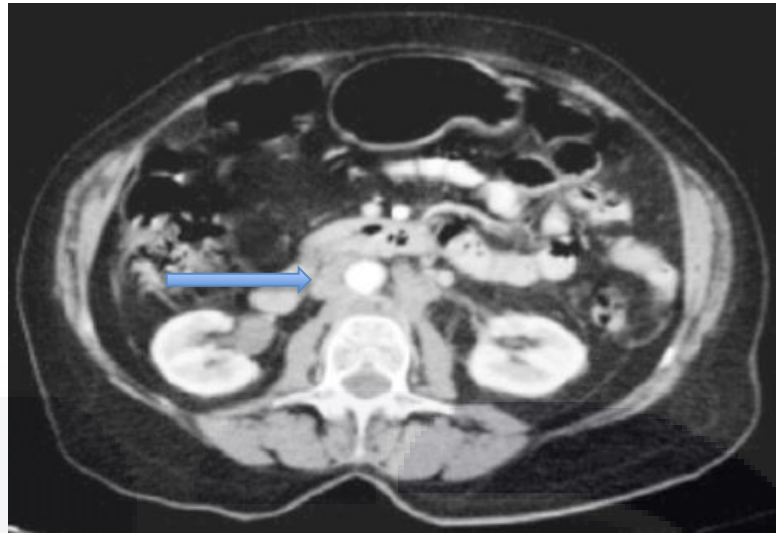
TC contrastada cáncer cervicouterino ganglios para-aórticos.
